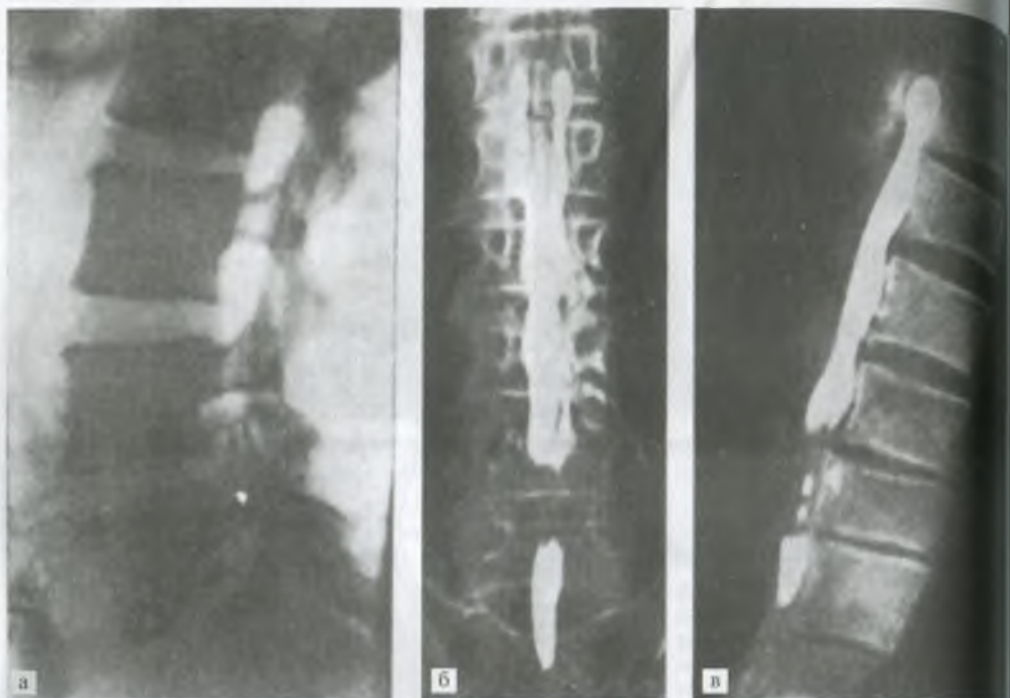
Рентгенконтрастное исследование позвоночного канала: а — пневмомиеелограмма (сужение контрастного мешка на уровне межпозвоночного диска $L_{IV}-L_V$ — грыжа диска); б — миелография с майодилом в прямой проекции (б) и в боковой проекции (в) — дефект контрастного столба на уровне $L_{IV}-L_V$.
